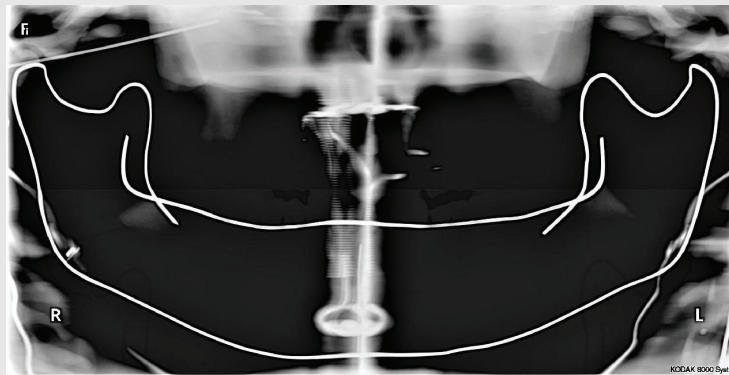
Panoramic radiograph taken at a distance of 1.0 cm. Initial superimposition of transverse processes of the cervical vertebra on the mandibular ramus.
